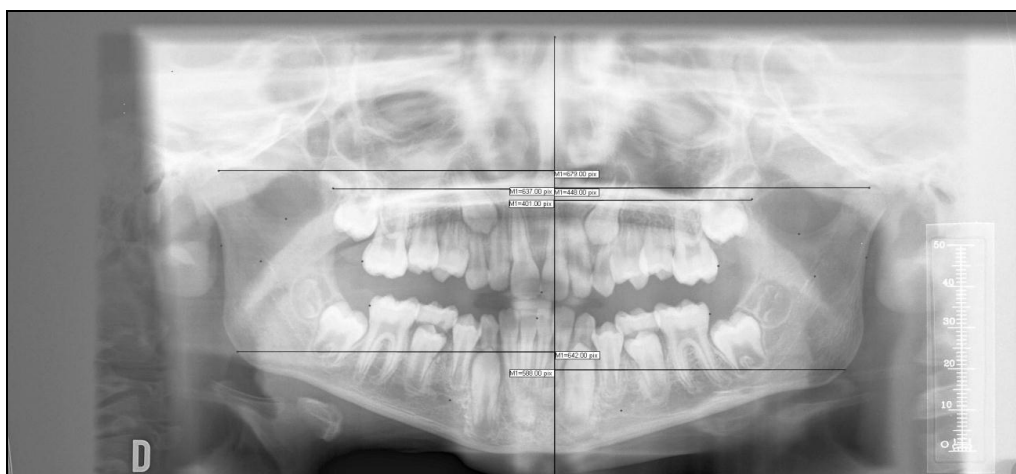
Líneas horizontales trazadas sobre la ortopantomografía.
